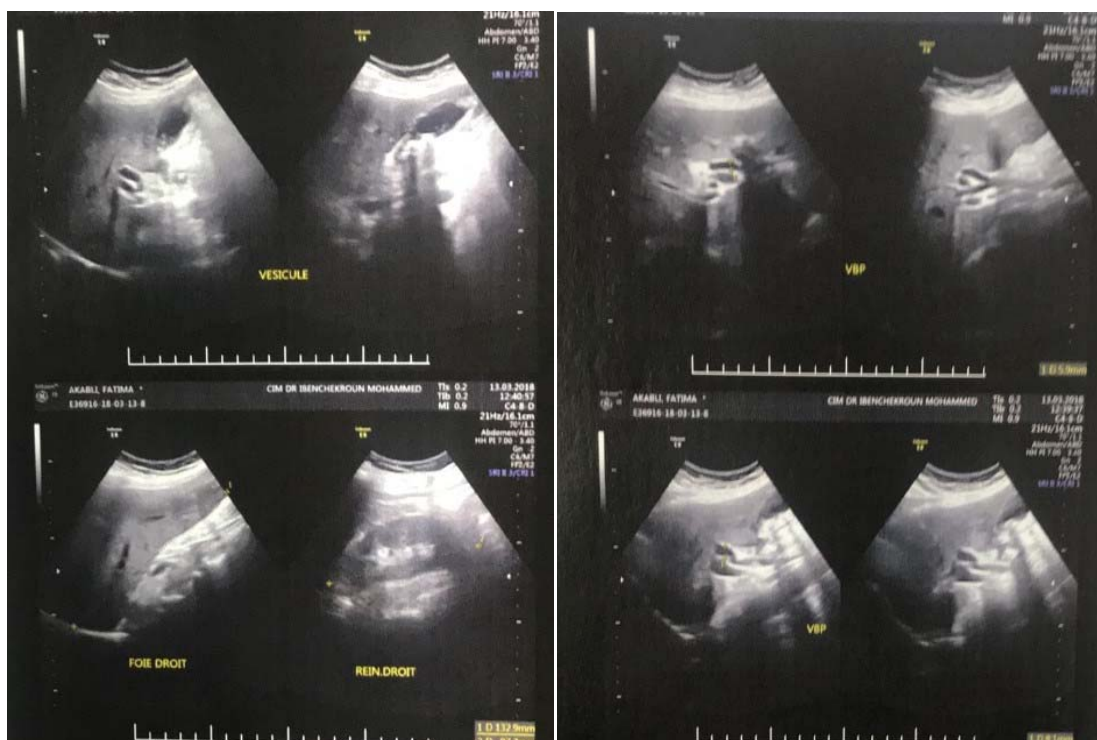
Image échographique d'un patient de notre série montrant un cholangiocarcinome
